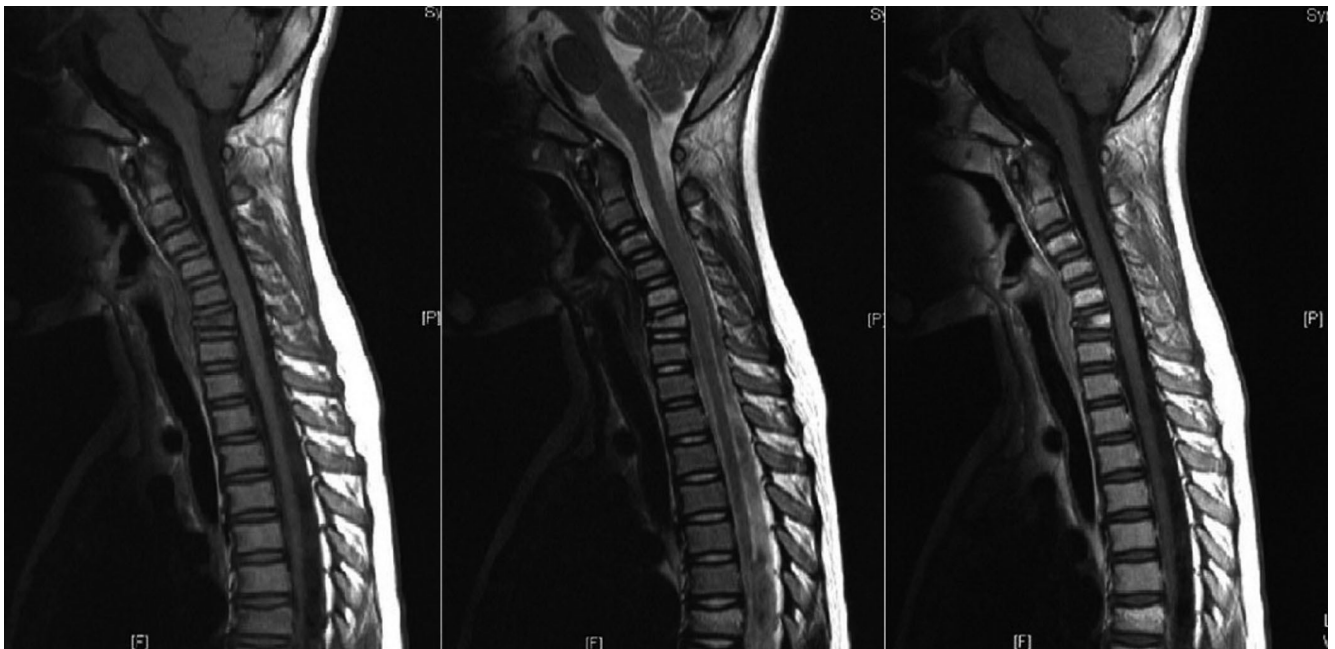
MRI scan shows marked compression and anterior wedging of C6 spine with minimal spinal canal narrowing. Multifocal high signal intensity on T2WI and STIP image with contrast enhancement are seen in other spines (C3, C5, T7 and T8) suggesting multifocal acute compression fracture. Significant abnormal spinal cord signal is not seen.
